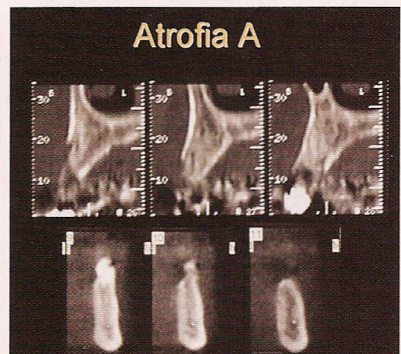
Correlación radiológica (CT) de la atrofia tipo A
